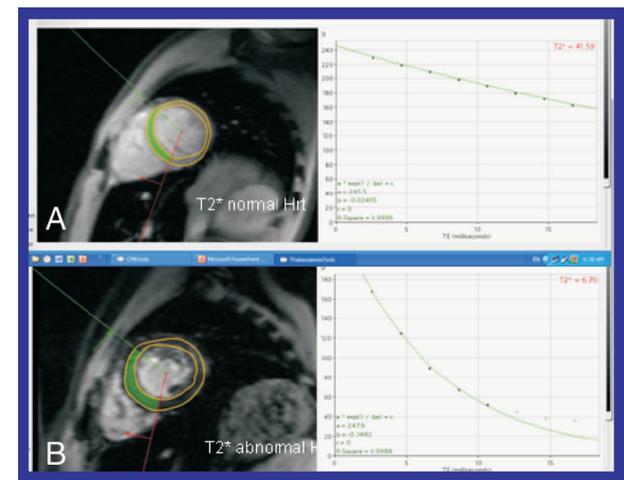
正常及异常心脏MRI T2*影像 A:心室壁(两黄色圈之间绿色区域)MRI T2*检测值为41.59,为正常心室壁MRI T2*影像。B:心室壁(两黄色圈之间绿色区域)MRI T2*检测值为6.7,其密度回声MRI T2*影像低于图A,提示重度心脏铁沉积异常。T2*值越低,说明心脏铁沉积越严重。
